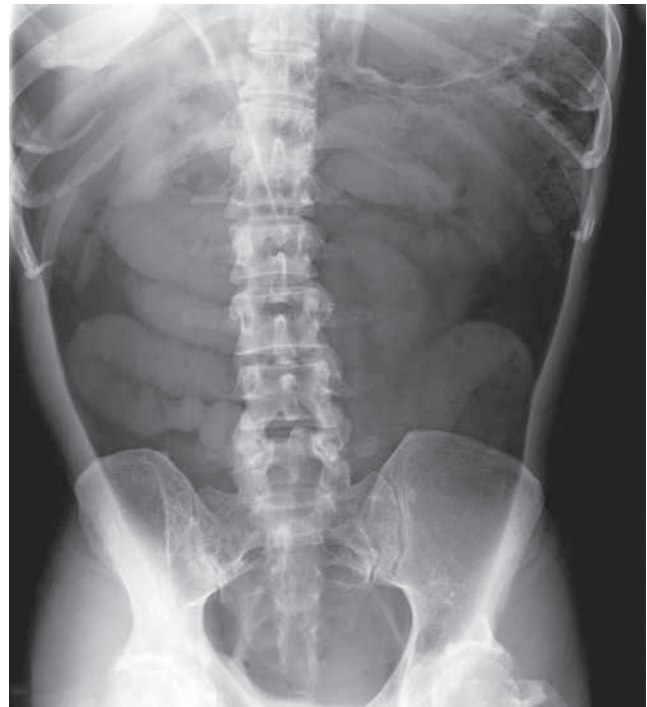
Radiografía simple de abdomen.
